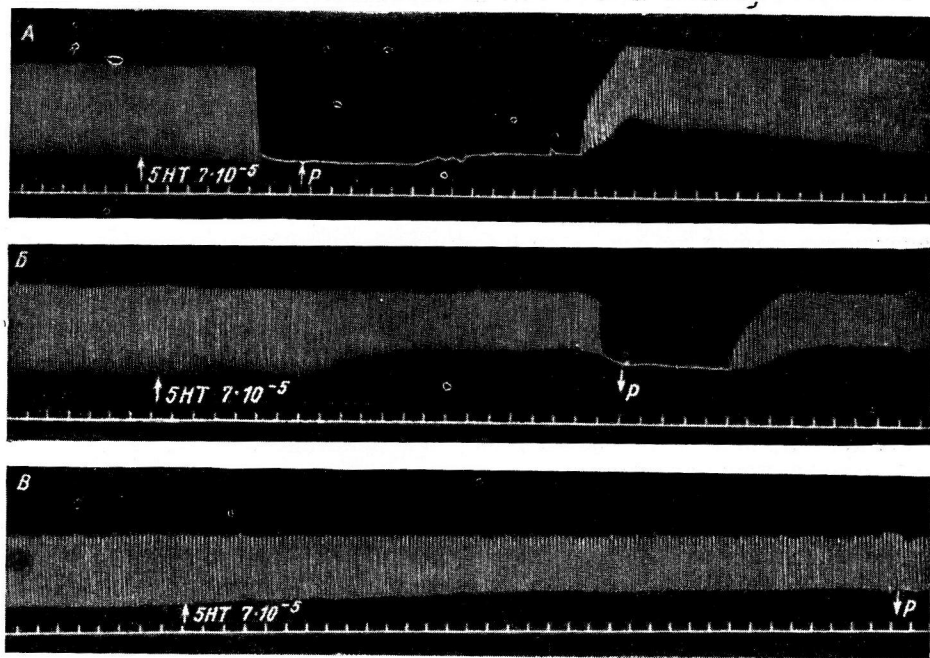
Сокращения сердца лягушки при перфузии левой дуги аорты раствором серотинина в концентрации  $7 \cdot 10^{-5}$  г/мл (А), при перфузии после перерезки левого блуждающего нерва (Б) и при перфузии после перевязки внутренней сонной и затылочно-позвоночной артерий этой стороны (Б).
